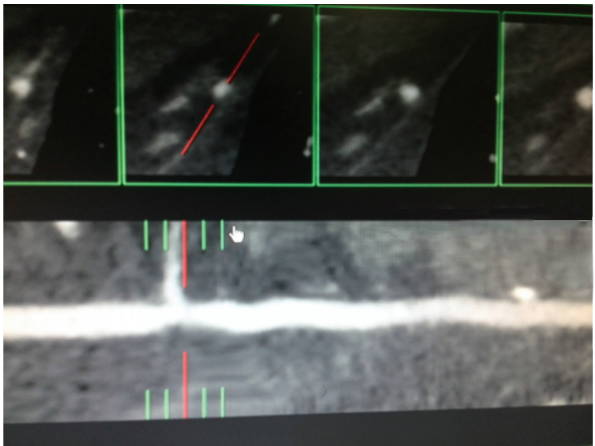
通过冠状动脉 CT 对静脉桥血管的狭窄分析
